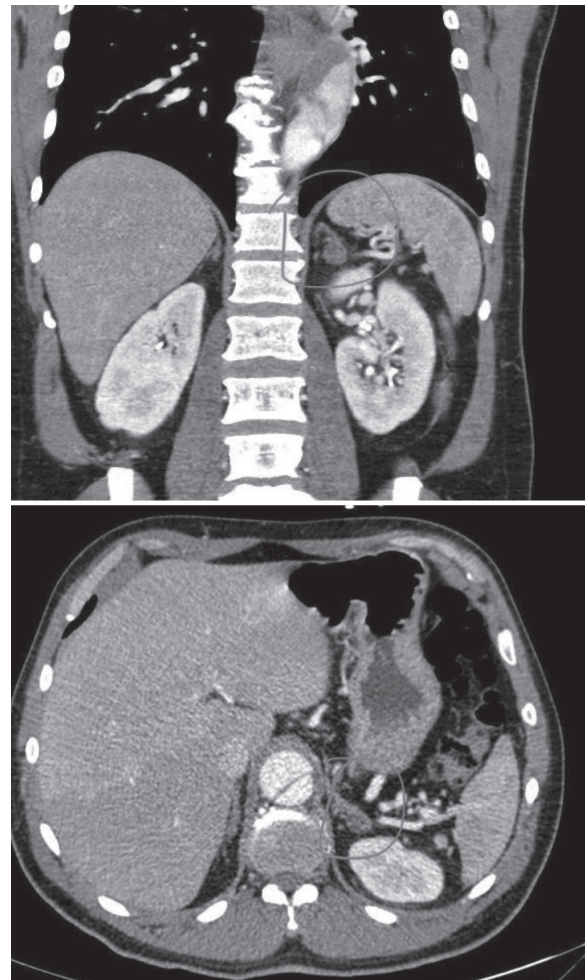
Мультиспіральна КТ органів грудної клітки, органів черевної порожнини (10.11.2023). Візуалізується аденома лівої надниркової залози
